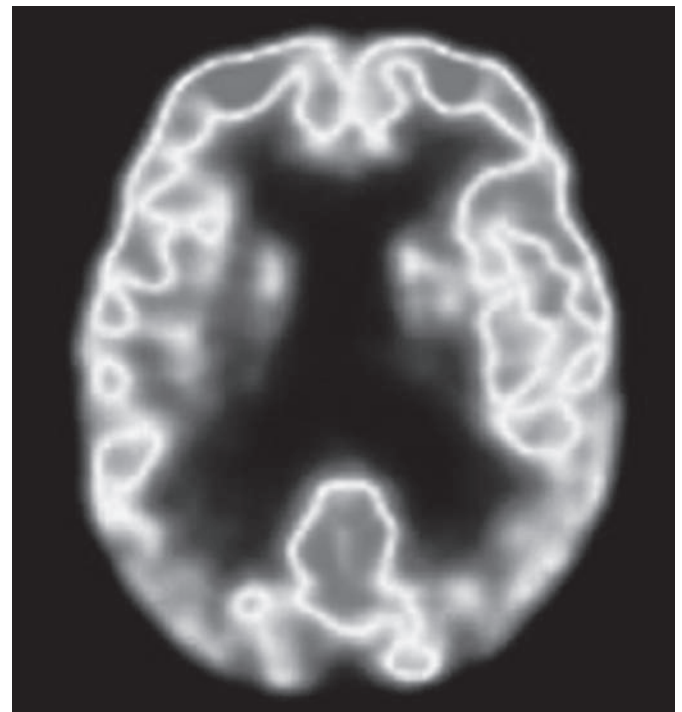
Enfermedad de Alzheimer. Paciente masculino de 70 años de edad. Nueve meses con trastornos en la memoria, desorientado en lugar y espacio. Puntuación normal en MMSE (*Mini Mental State Examination*). Imagen PET axial que muestra hipometabolismo bilateral anormal en las regiones temporal anterior y parietal posterior en ambos lados, de predominio derecho.
